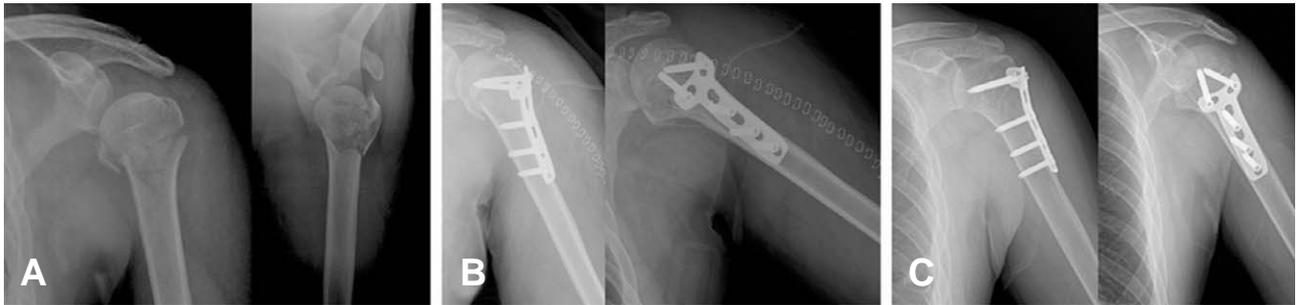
(A) Right shoulder AP and axial view show 2 part humerus surgical neck fracture of 67 years old male patient. (B) Immediate postoperative radiographs show the acceptable reduction and fixation. (C) Thirty eight months later, radiographs show that complete bone union was obtained.
